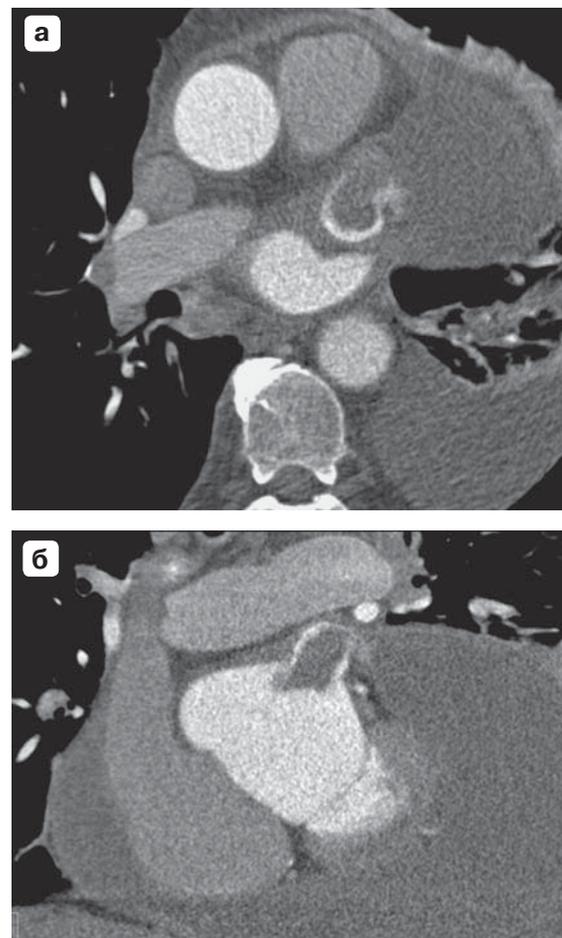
Тромбоз ушка левого предсердия, КТ-изображения. а – в аксиальной проекции; б – в коронарной проекции; в – 3D-реконструкция. Ушко левого предсердия тромбировано, в полости левого предсердия визуализируется “флотирующий” тромб вытянутой формы, исходящий из ушка (стрелка).
